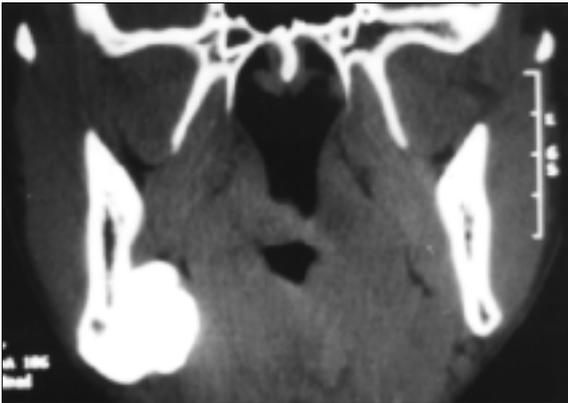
컴퓨터 단층 사진상 전체적으로 균일한 방사선 불투과상의 종괴가 우각부의 하연 및 내면에 연결되어 있으며 내측 익돌근과 연관되어 있는 듯한 양상을 보인다.
